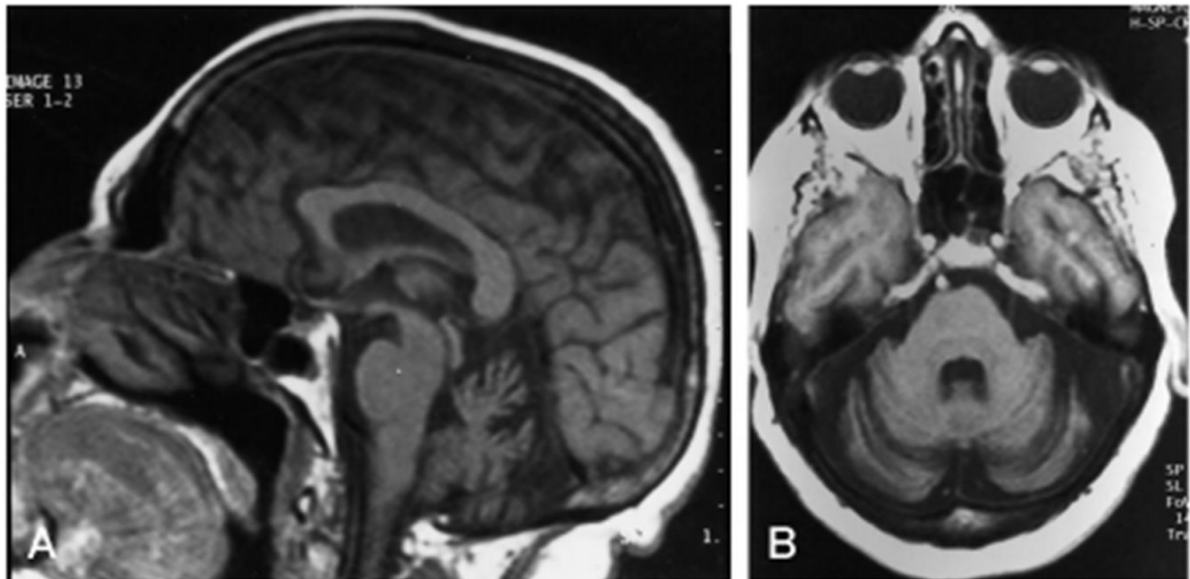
IRM crânial du patient index
